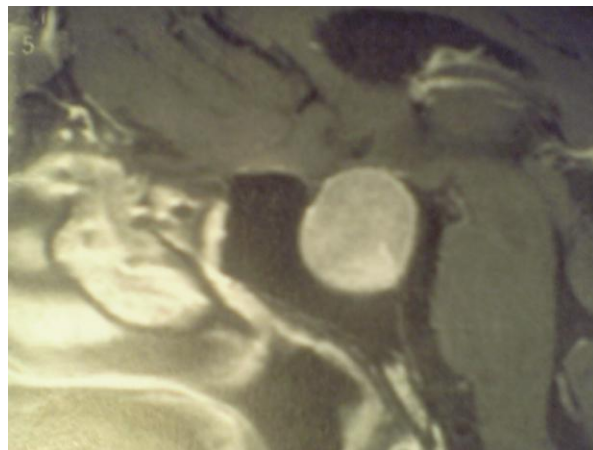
Αδένωμα υποφύσεως που περιβάλλει την δεξιά καρωτίδα (βέλος) (MRI T1, Δ.Σ.Σακάς, Εισαγωγή στη Νευροχειρουργική, σελ. 282)
